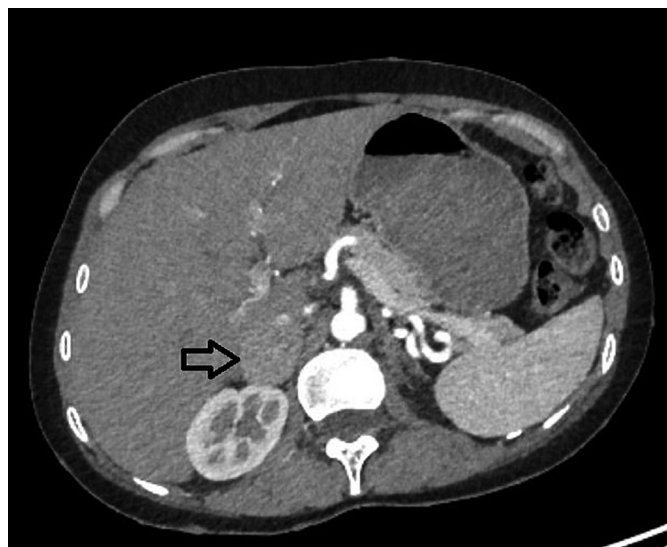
Мультиспиральная компьютерная томография забрюшинного пространства пациентки С.
